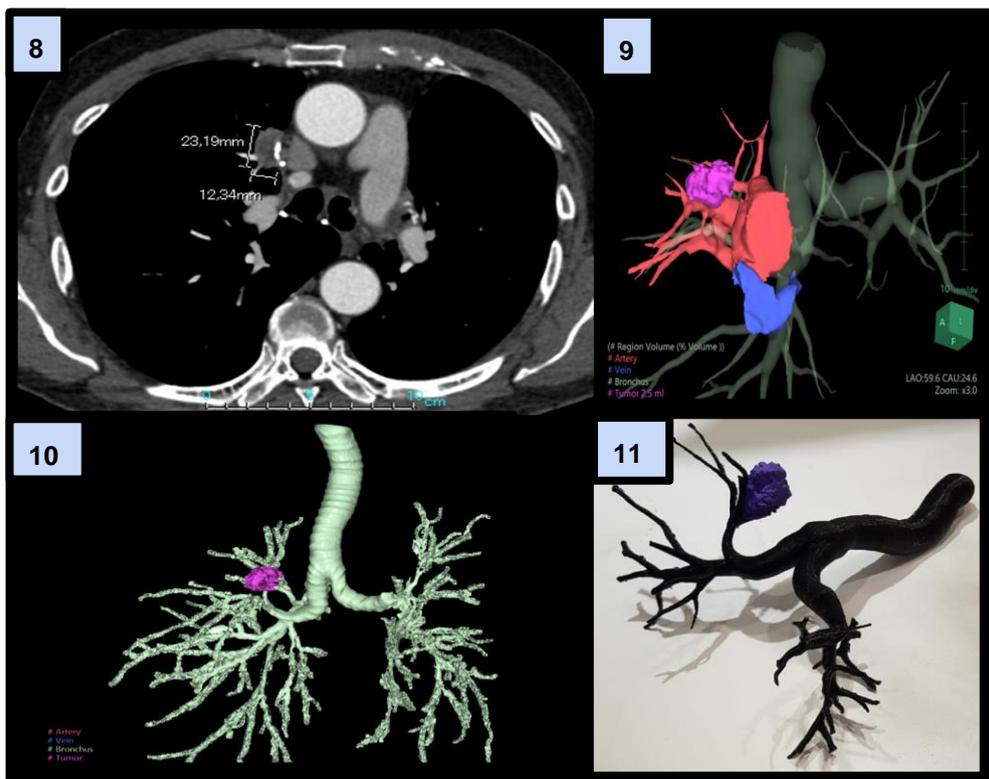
TC de Tórax con contraste endovenoso. Se observa una imagen hipodensa hiliar derecha de 23 x 12 mm en el plano axial, en íntimo contacto con una rama arterial pulmonar del segmento medial del lóbulo medio. FIGURA 9. Imagen 3D del árbol bronquial y estructuras vasculares en relación al tumor. FIGURA 10. Imagen 3D del árbol bronquial y del tumor en relación a las ramas destinadas al segmento medial del lóbulo medio, en paciente con antecedente de lobectomía superior bilateral. FIGURA 11. Modelo 3D donde se observa el tumor (violeta) en relación a las estructuras bronquiales (negro). Este tumor correspondió a un adenocarcinoma pobremente diferenciado.
